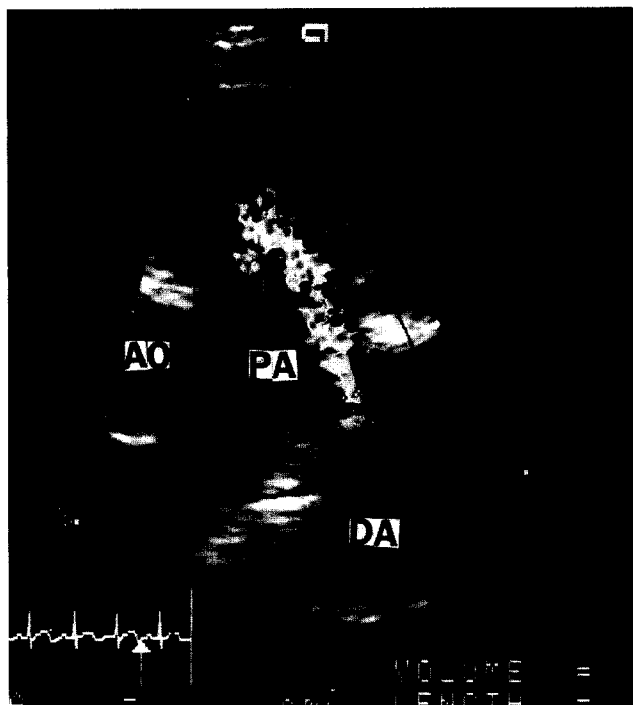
Preoperative color Doppler echocardiography shows the blood flow through patent ductus arteriosus.
